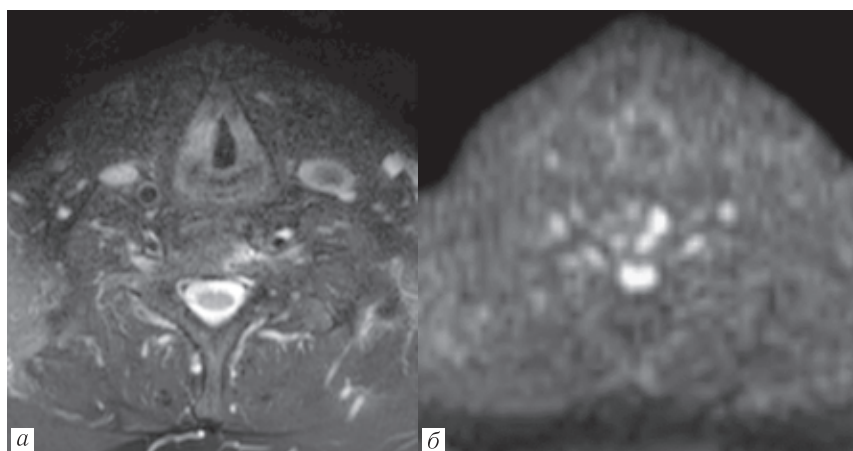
Магнитно-резонансные томограммы: *а* — T2-взвешенное изображение; *б* — диффузионно-взвешенное изображение. На T2-взвешенном изображении (*а*) правая голосовая складка неравномерно утолщена, объемных образований не выявлено; на диффузионно-взвешенном изображении (*б*) признаков ограничения и усиления диффузии не отмечено
